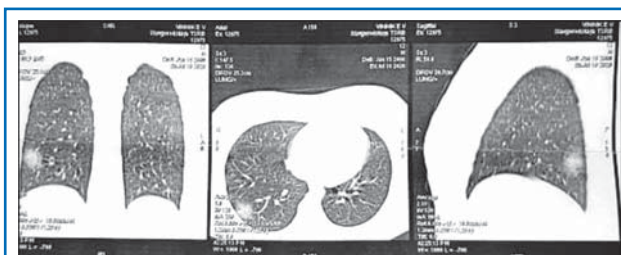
МСКТ ОГК пациента В., 14 лет.
